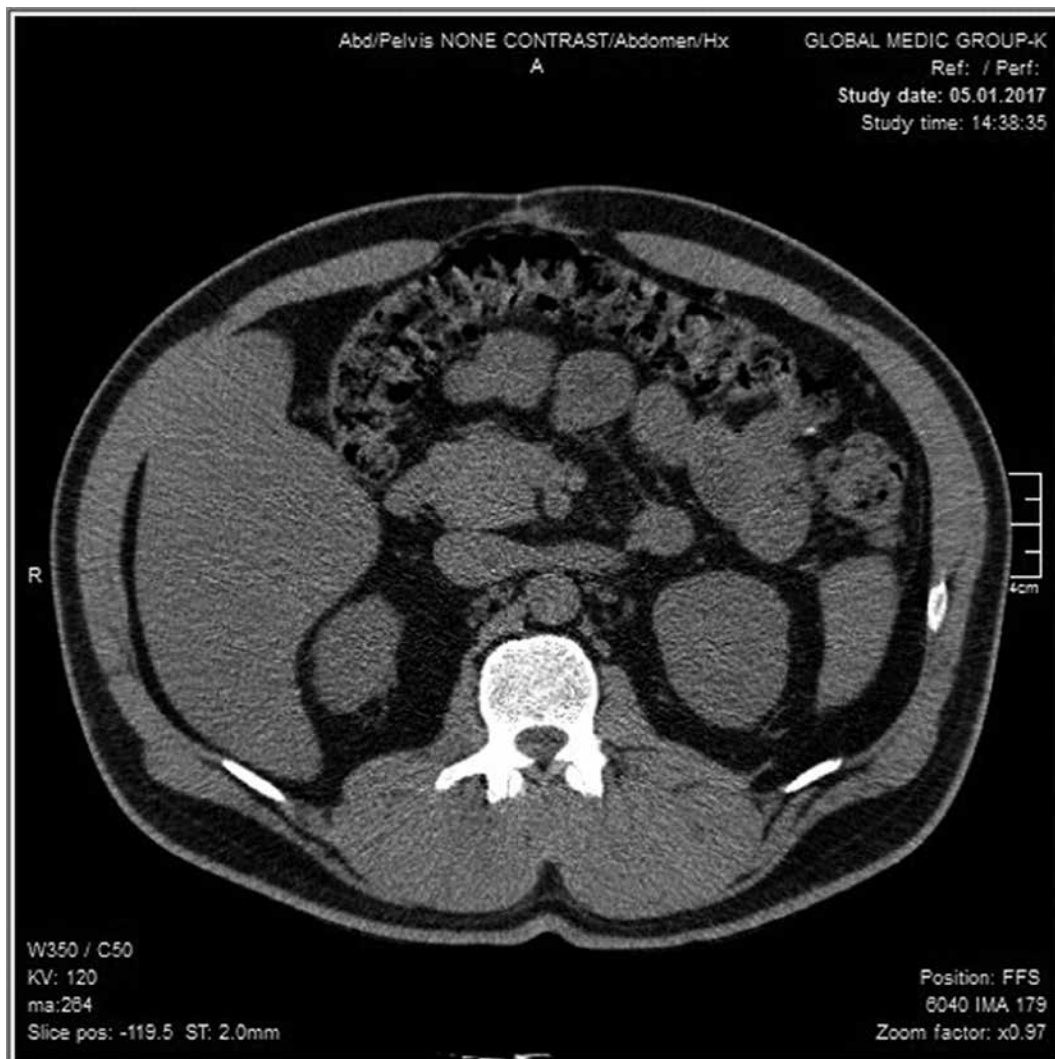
Спіральна комп'ютерна томографія 05.01.2017.
